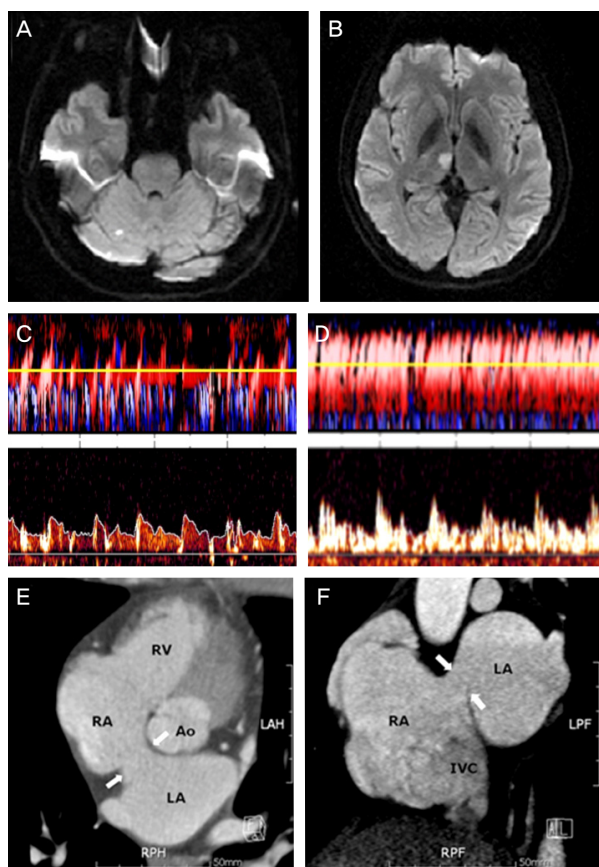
Diffusion weighted brain MRIs show acute infarctions on the right cerebellum after first attack (A) and on the right medial thalamus after second attack (B). Transcranial Doppler microbubble test shows the Doppler flow through the middle cerebral artery. Smaller amount of microemboli are detected during valsalva maneuver (C) than resting state (D) because of reduced venous return. Axial coronary computed tomography shows large defect (arrow) on upper portion of interatrial septum (E). In coronal view, atrial septal defect (arrow) is located just above the orifice of the inferior vena cava (F). RA; right atrium, RV; right ventricle, LA; left atrium, IVC; inferior vena cava, Ao; aorta.
